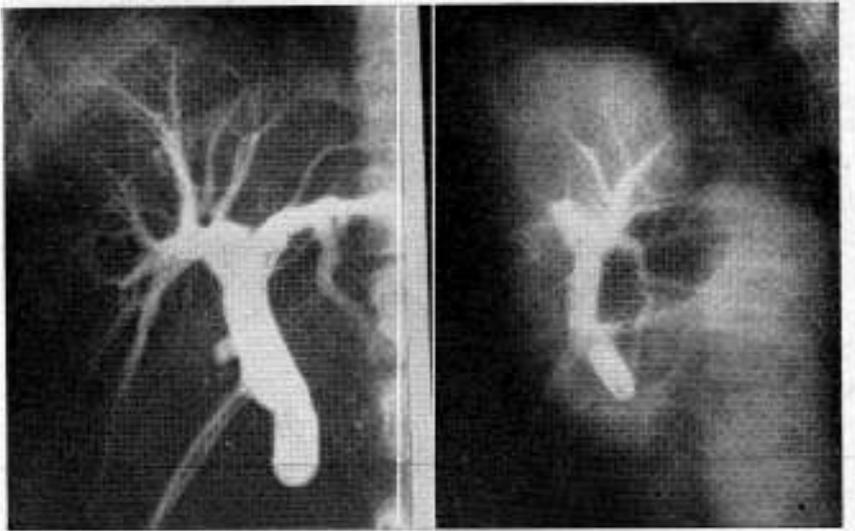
Hepatografía. Radiografía de frente y de perfil mostrando amplio relleno de todo el árbol biliar.
